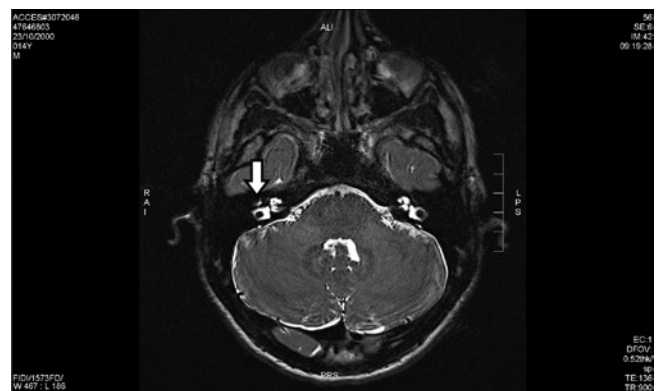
Corte axial em T2 de ressonância magnética de crânio demonstrando hemangioma (seta branca) de nervo facial à direita
